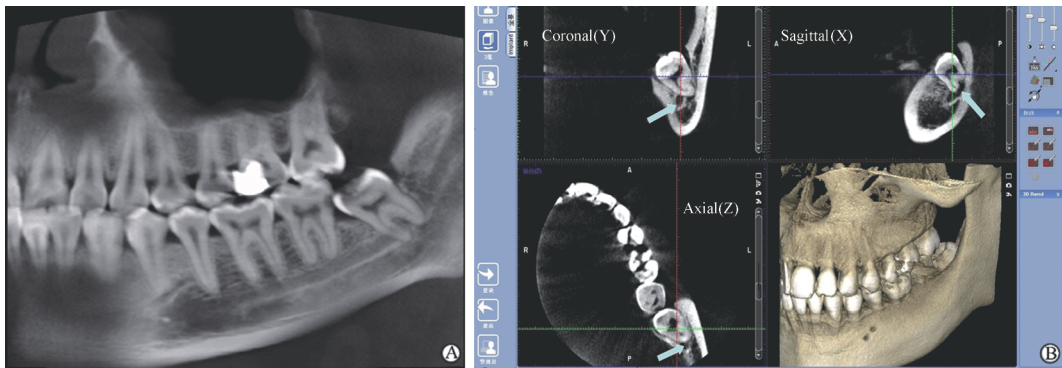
典型病例 3 曲面断层片及 CBCT 影像
